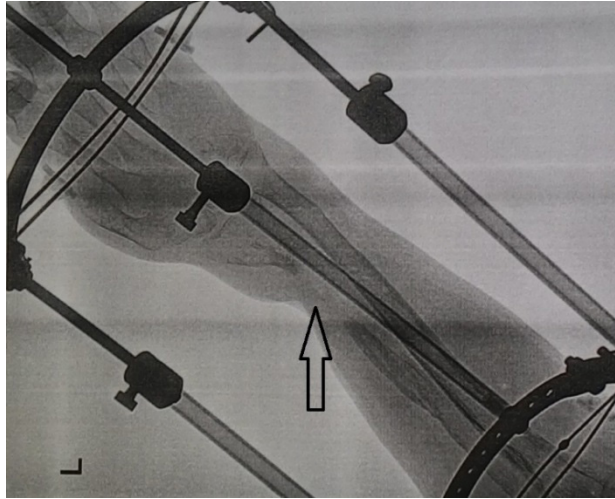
Рентгенограмма больного А. Стрелкой показан дефект лучевой кости
